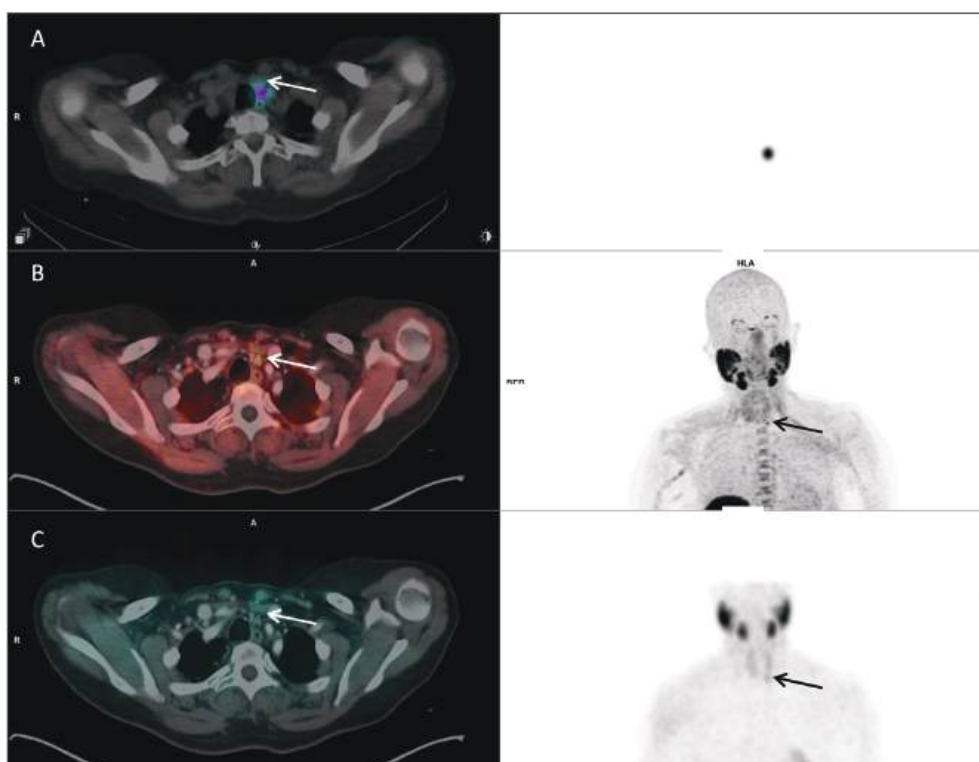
'. Imágenes de Medicina Nuclear del mismo paciente con el adenoma inferior izquierdo. Fusión y MIP (*maximum intensity projection*) del SPECT/CT con MAA (A), PET/CT con 18F-CH (B) y SPECT/CT con MIBI (C). En la imagen PET con 18F-CH (B) se observa un adenoma de paratiroides inferior izquierdo hipercaptante (flecha), en la región anterolateral izquierda de la tráquea. En la imagen SPECT/CT (C) se observa esta misma lesión con mínima captación de MIBI, de similar intensidad a la captación tiroidea. En la imagen del ROLL (A) se observa depósito de MAA en la misma localización, con una pequeña burbuja de aire dentro de la glándula que nos ayuda a confirmar que la inyección se realizó en la lesión diana.
